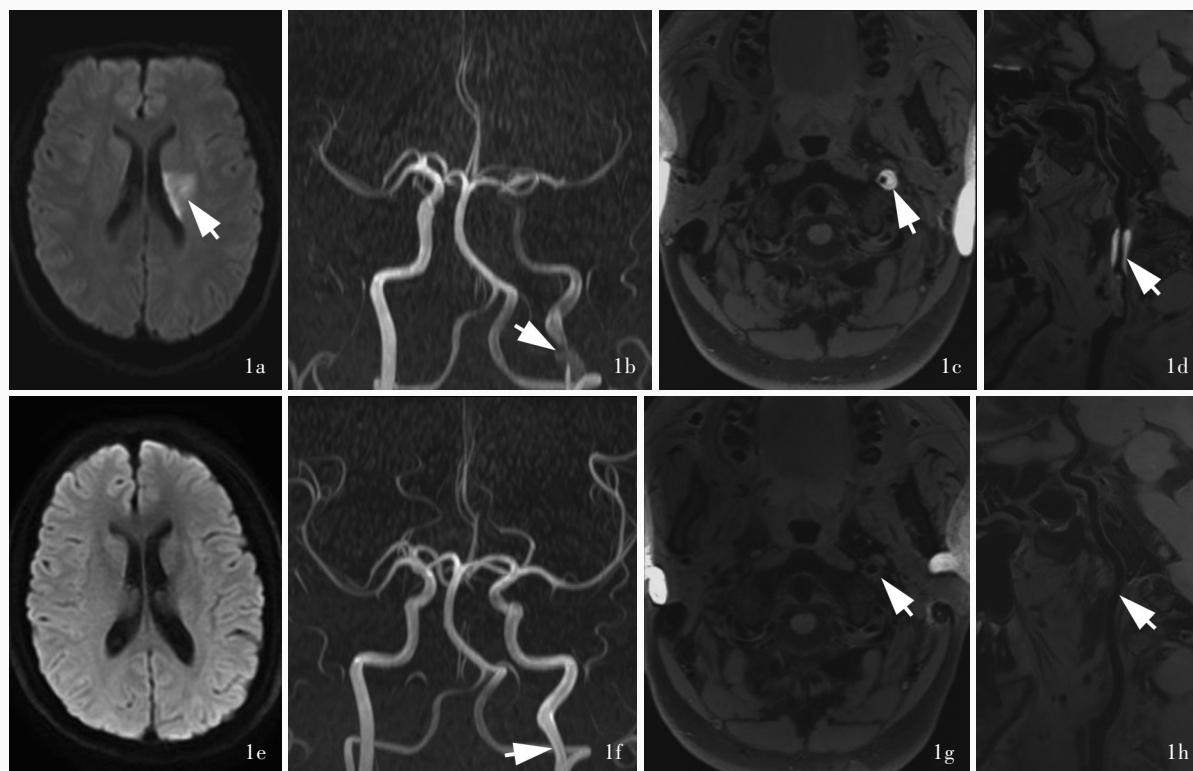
男性患者, 39 岁, 突发右侧肢体无力伴言语不利 2 h 入院, 临床诊断为急性缺血性卒中。发病 2 d 和随访时影像学检查显示颈内动脉夹层 1a 发病 2 d 横断面 DWI 显示左侧侧脑室旁急性梗死灶(箭头所示) 1b 发病 2 d 3D-TOF MRA 显示左颈内动脉血肿, 邻近管腔狭窄(箭头所示) 1c, 1d 发病 2 d 横断面和矢状位 HRMRI 显示左颈内动脉壁内血肿(箭头所示) 1e 发病后 100 d 横断面 DWI 未见新发梗死灶 1f 发病后 100 d 3D-TOF MRA 显示左颈内动脉血肿吸收, 管腔轻度狭窄(箭头所示) 1g, 1h 发病后 100 d 横断面和矢状位 HRMRI 显示壁内血肿吸收, 管腔轻度狭窄(箭头所示)
